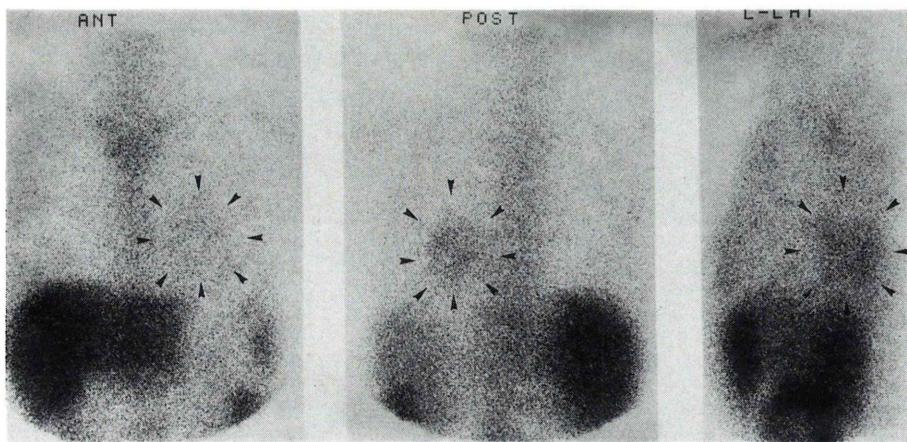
^{67}Ga -citrate planar scintigraphy shows hot accumulation behind the heart (black arrows).
